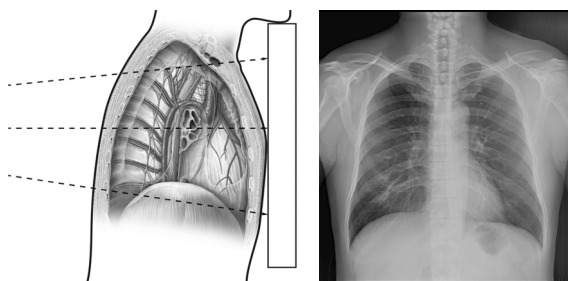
Proper positioning SCPA X-ray image
